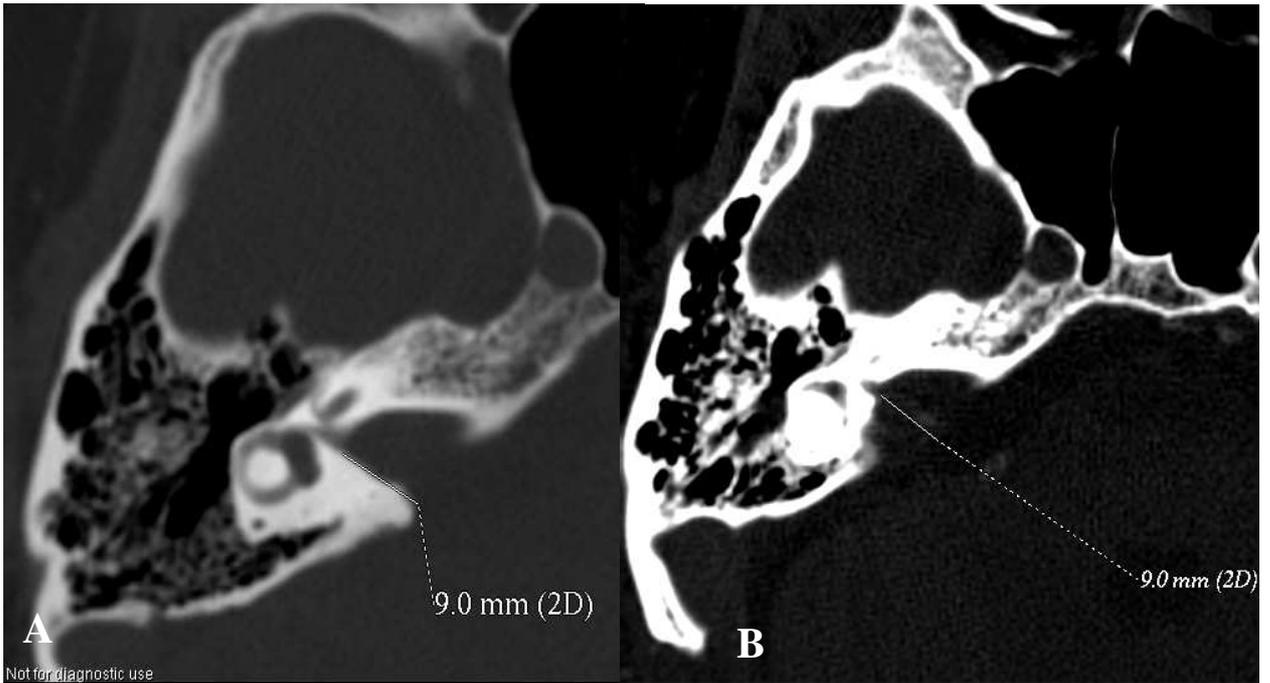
A e B - Imagens comparativas de TC de crânio, em cortes axiais, demonstrando as etapas I e III deste estudo
